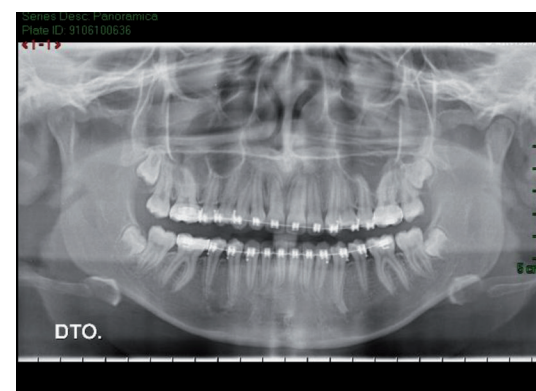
Ortopantomografia na fase final do tratamento ortodôntico. Data: 21-10-2013.
